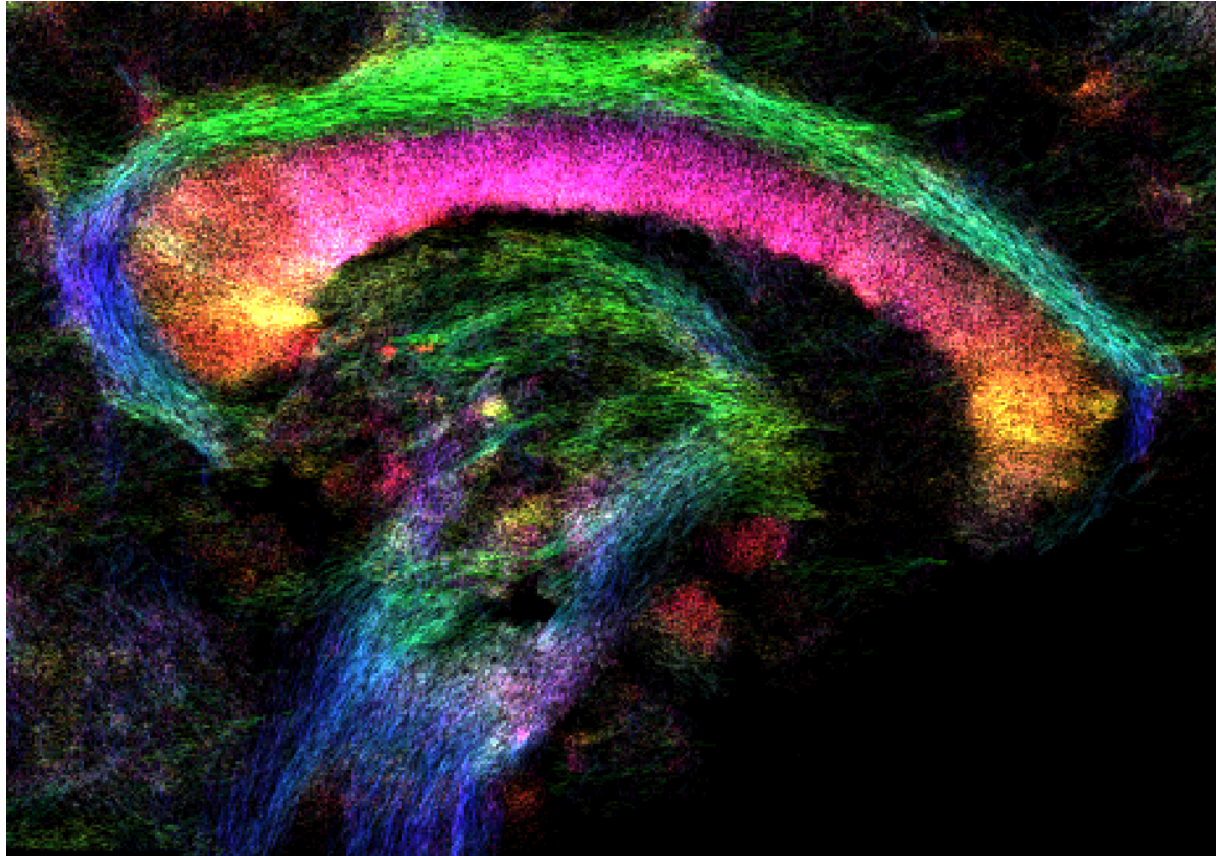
DTI-Bild eines Hirnschnitts in der Sagittalebene. Aufgenommen mit einem 7-Tesla MRT am Max-Planck-Institut für Kognitions- und Neurowissenschaften, Leipzig. Der Faserverlauf in der weißen Substanz ist farbkodiert dargestellt. (Dieses Bild wurde zur Verfügung gestellt von Dr. Alfred Anwander)
